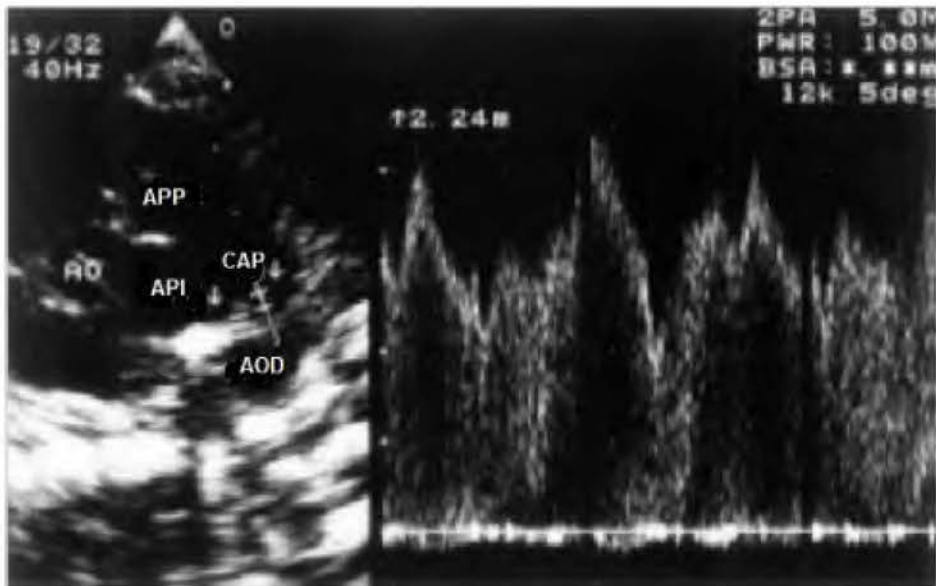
Izquierda: vista paraesternal larga izquierda alta. La arteria pulmonar principal (MPA), CA persistente (PDA), y la aorta descendente (DAO), pueden verse en un arco continuo. El origen de la arteria pulmonar izquierda (LPA) es también evidente. Posterior a la aorta descendente están los cuerpos vertebrales. La ventana El volumen de la muestra del doppler pulsado se posiciona en el extremo pulmonar del (PDA) CAP. Derecha: perfil del doppler resultante del flujo transductal.
